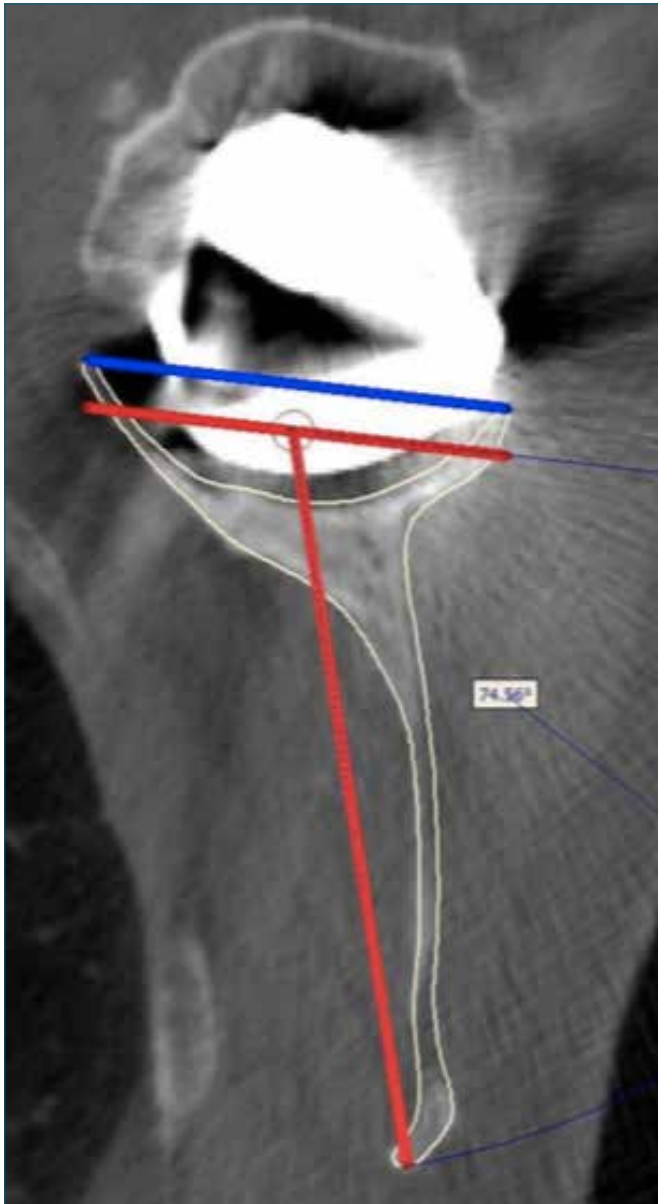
Calcolo dei parametri glenoidei sul taglio assiale TC. In blu la linea tangente ai margini per il calcolo dell'erosione. In rosso gli assi utilizzati per il calcolo della retroversione sec. Friedmann.
